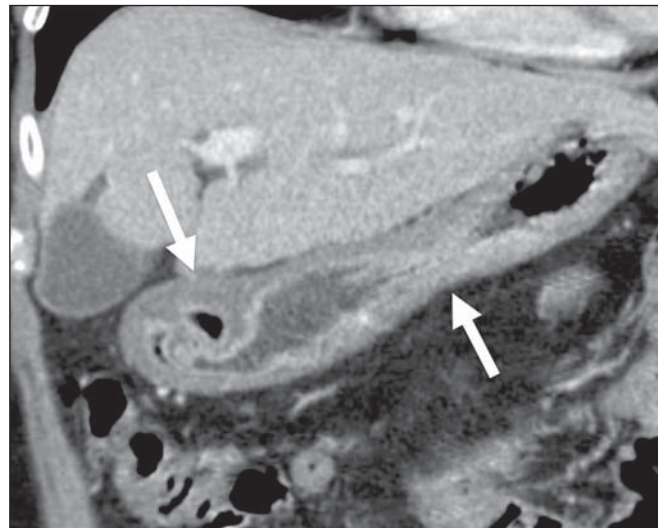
Linfoma gástrico. TC de abdome após contraste em reconstrução coronal demonstra espessamento circunferencial difuso das paredes do corpo e do antro gástrico (setas).
